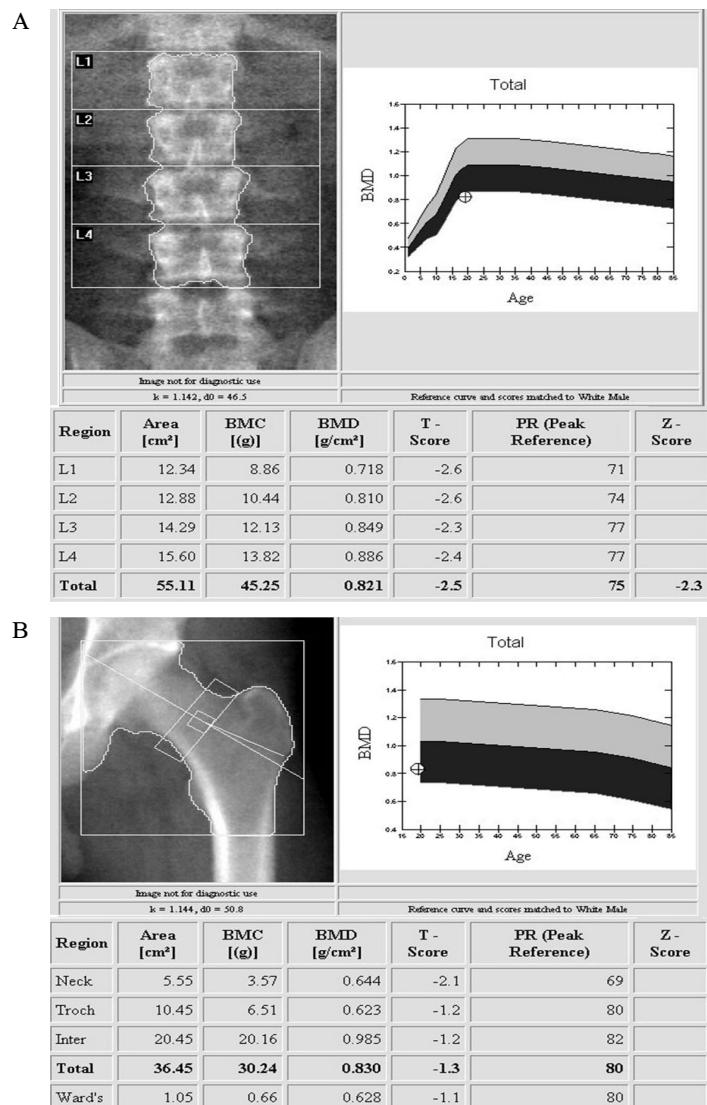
Dual energy x-ray absorptiometry shows decreased bone mass in both spine (A) and femur (B). T-score denotes Z-score in youngsters.
